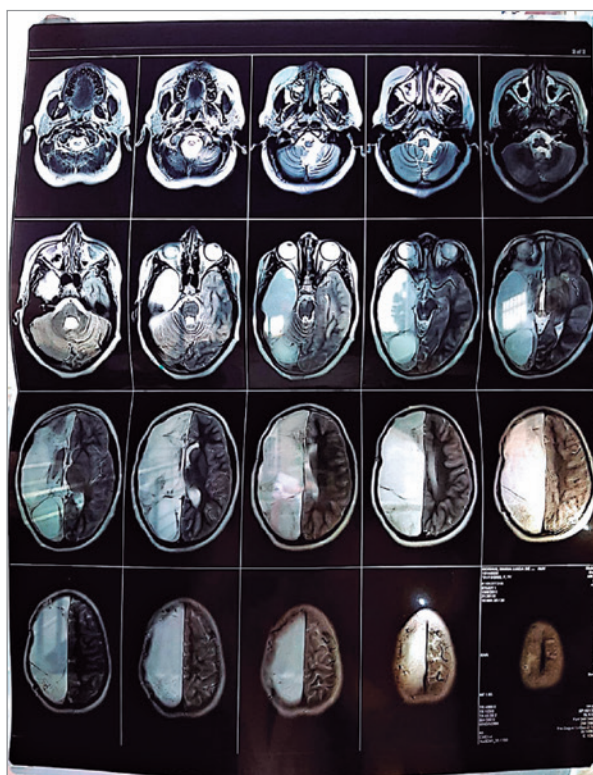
Tomografia intracraniana.
